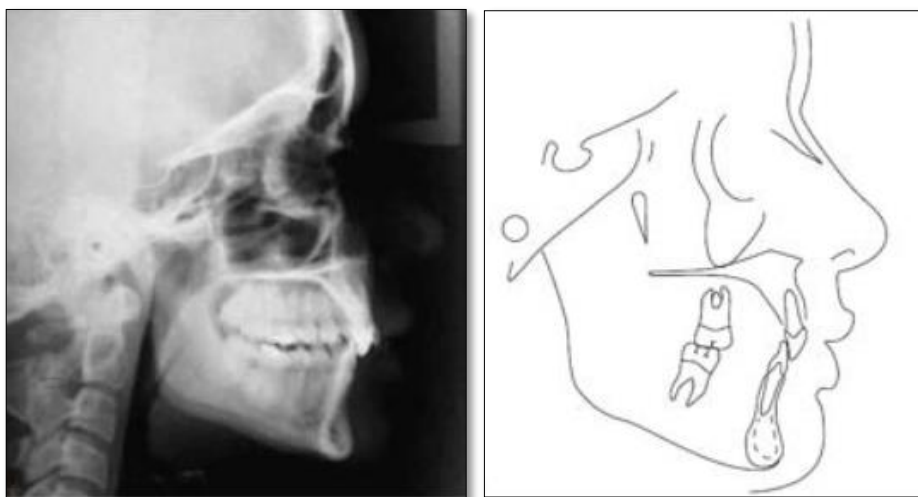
Radiografía Cefalométrica Clase II división 2.(20)
